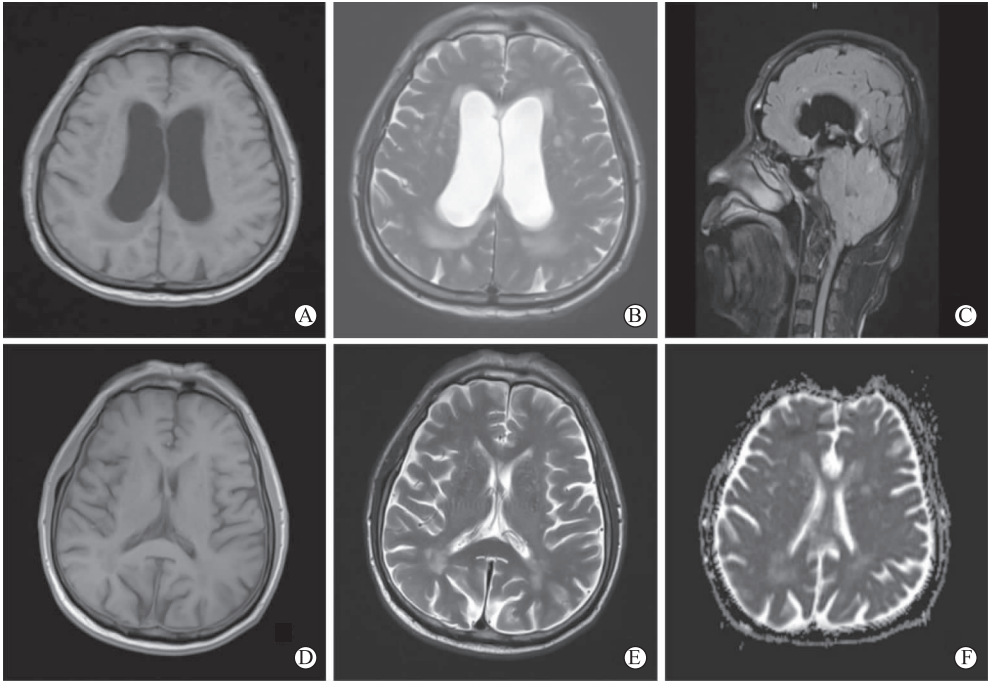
患者颅脑MRI变化 A-C为2022年4月12日颅脑MRI可见脑室扩张、小脑肿胀,双侧半卵圆中心、侧脑室旁斑片状长T₁、长T₂信号;D-F为2022年4月23日颅脑MRI示双侧侧脑室旁白质内可见略高信号影,脑室无扩张变形,脑沟裂未见增宽,中线结构居中
